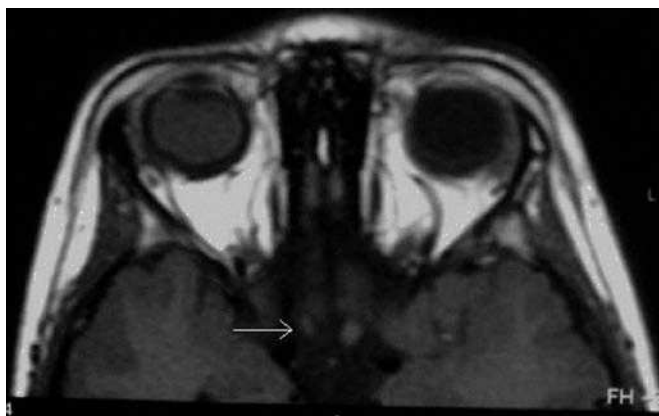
RM de órbitas. Secuencia axial T1.
